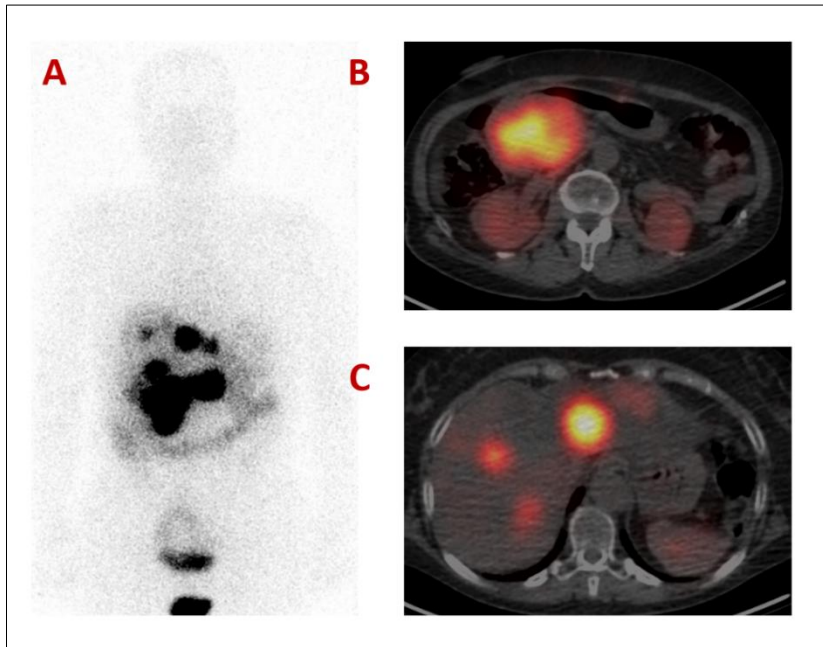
Estudio gammagráfico con ^{111}In -Pentetreótida en una paciente con un pTNE y extensa enfermedad hepática. El rastreo gammagráfico (A) muestra múltiples depósitos patológicos del trazador, localizados en el SPECT/CT en la lesión primaria (B) y en las lesiones hepáticas metastásicas (C).
